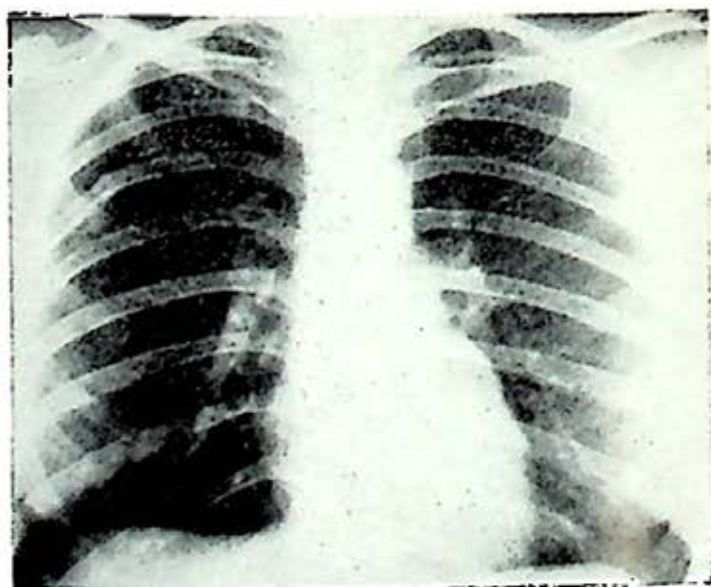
La radiografía del tórax un año después de tratamiento con prednisolona. Los hilios tienen apariencia normal y ha desaparecido la imagen de crecimiento paratraqueal.
